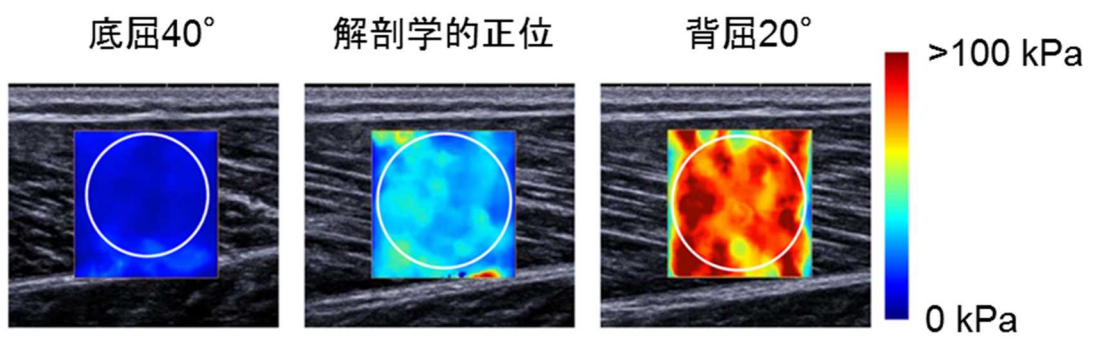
超音波画像の典型例（腓腹筋内側頭）
